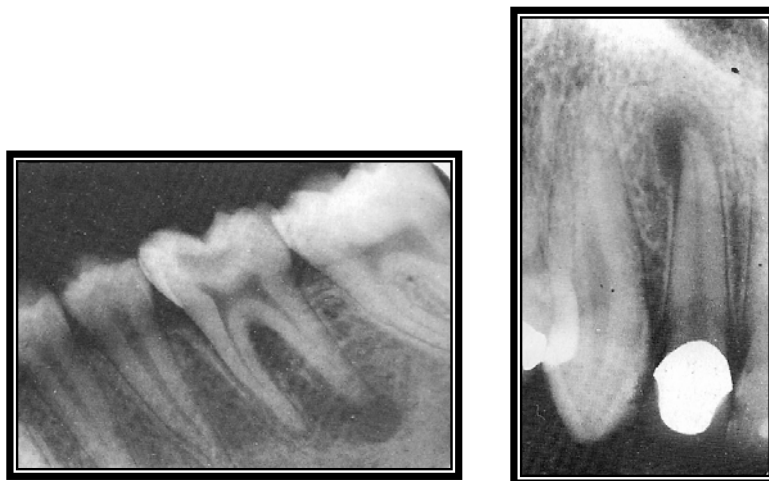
Granuloma periapical. Obsérvese la pérdida de la lámina dura y la radiolucidez periapical como consecuencia de la profunda lesión oclusal en el ápice. (Goaz PW, White SC. Radiología Oral Principios e interpretación. 3<sup>a</sup>. ed. Madrid, España: Editorial Mosby/Doyma Libros, 1995.)
